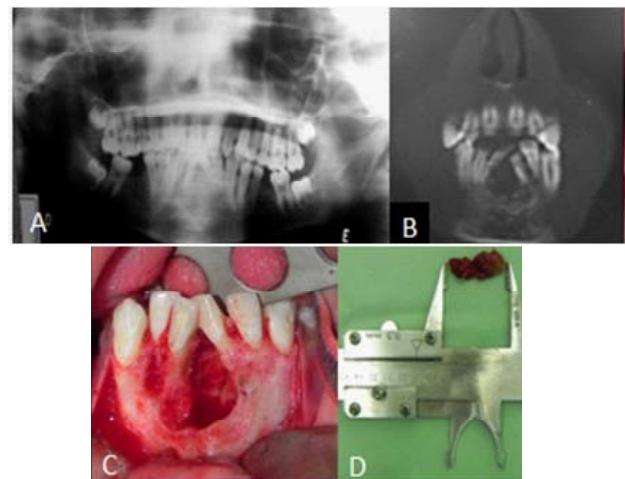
A: Radiografia panorâmica após 4 meses de aplicações do corticoide; B: Tomografia computadorizada em corte coronal pré-operatória; C: Aspecto clínico após a remoção da lesão; D: Peça cirúrgica.
